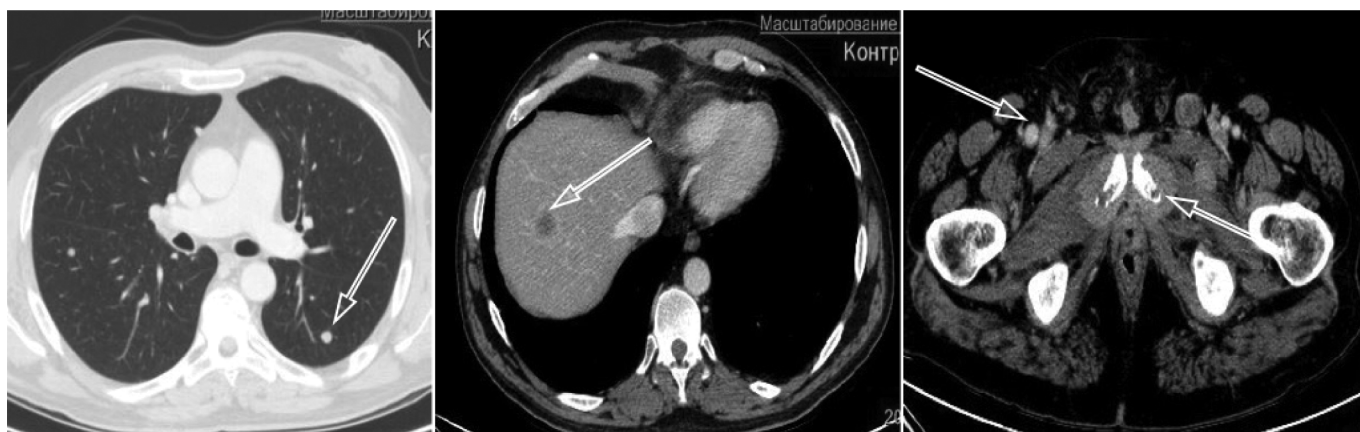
КТ грудной клетки, брюшной полости и малого таза: дальнейшее прогрессирование заболевания: метастазы в легочную ткань, паренхиму печени, лонные кости и паховые лимфатические узлы
